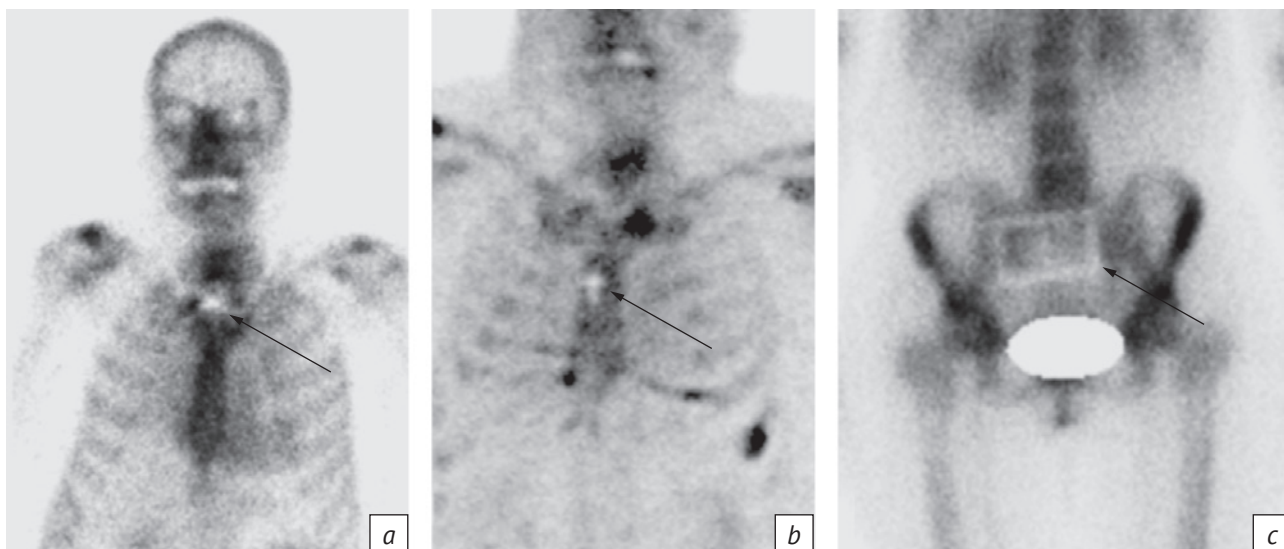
Сцинтиграфические варианты металл-индуцированных артефактов:
